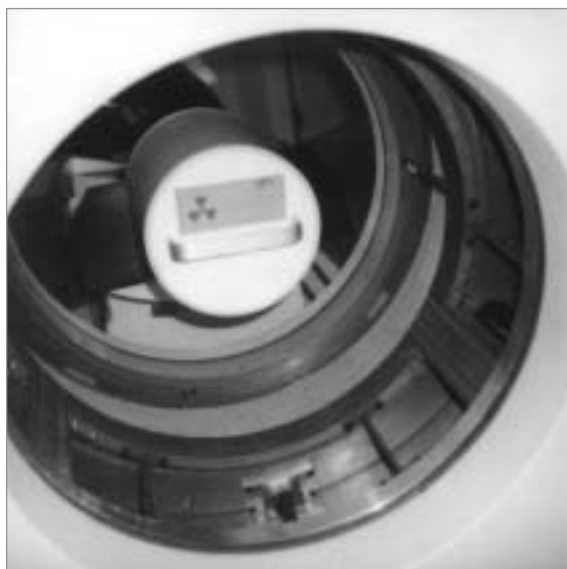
Tomocámara PET. Cortesía de la Universidad de Sevilla.
